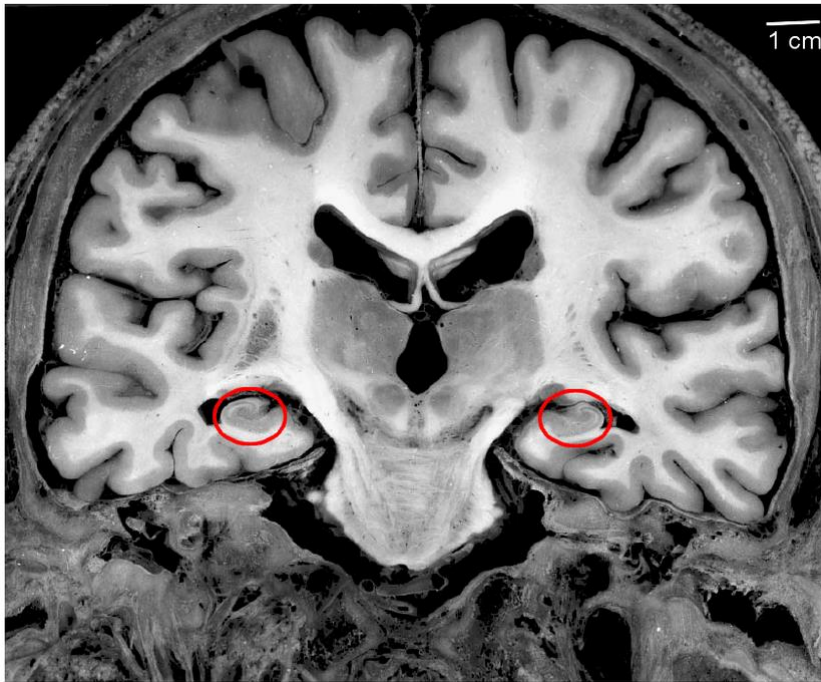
sezione coronale alla TC , ippocampo cerchiato in rosso
